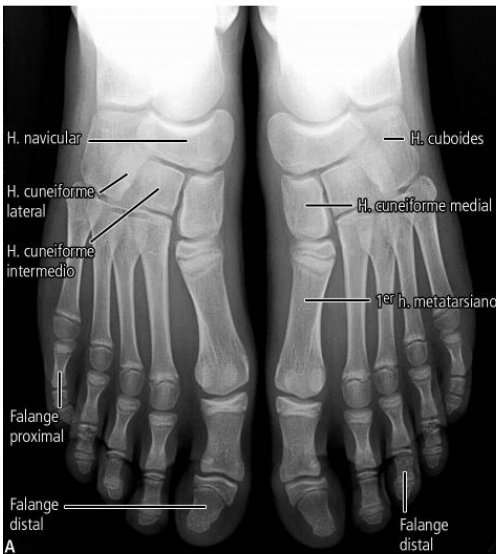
A. Radiografía dorsoplantar de ambos pies de un niño. Se observan el tarso anterior, el metatarso y los dedos. Se ven los cartilagos epifisarios hipodensos. B. Radiografía lateral del tobillo y del pie de un niño. El pie se encuentra en apoyo plantar sobre el suelo.
